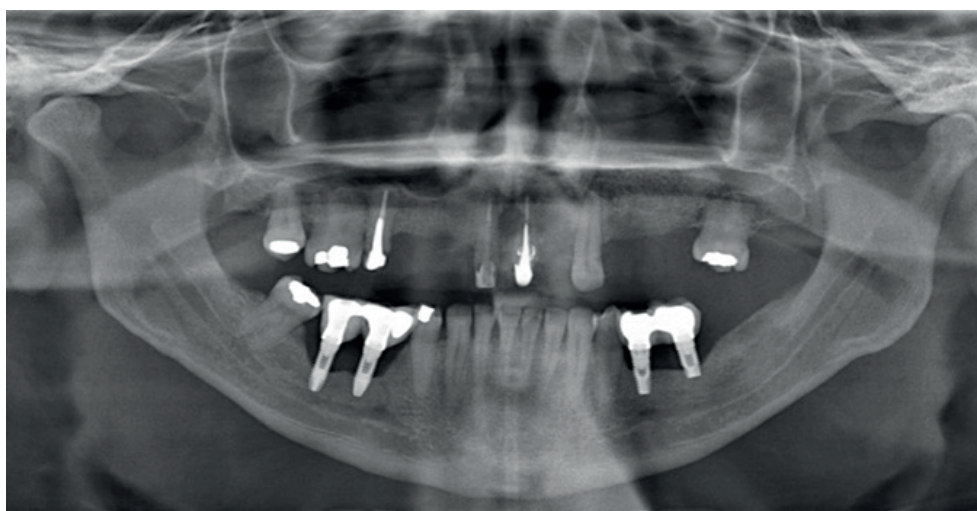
Radiografia panorâmica realizada em 2014 apresentando uma perda óssea considerável ao redor dos implantes.
